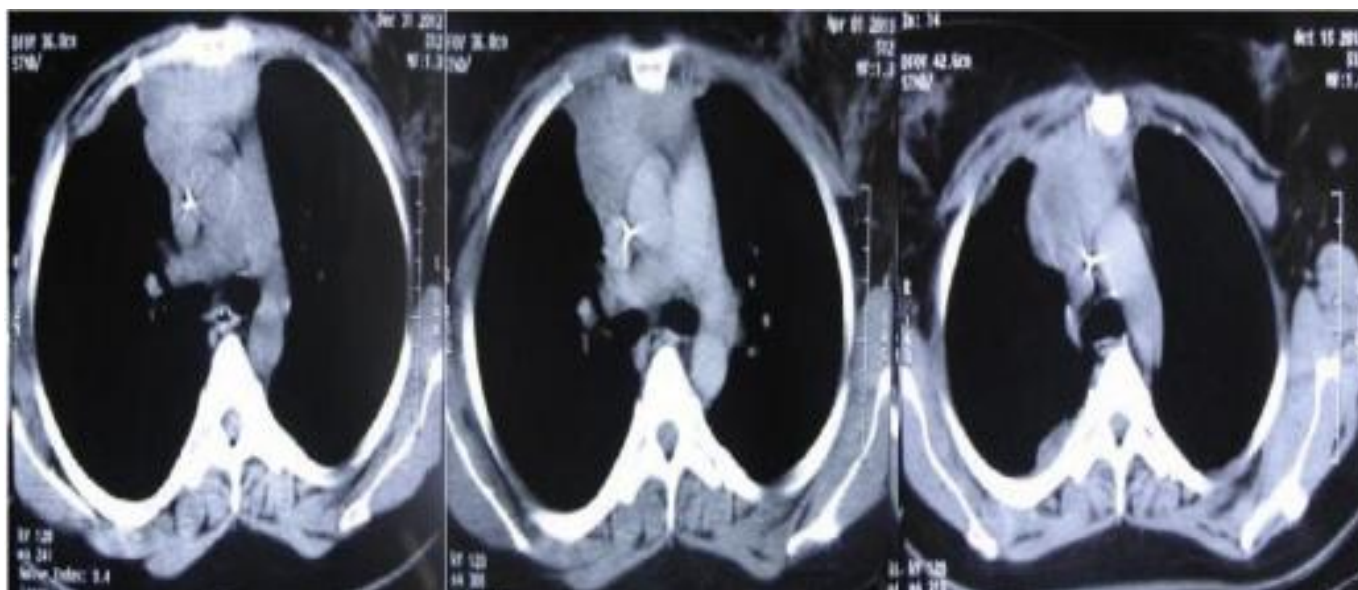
TDM thoracique en coupe axiale, après chimiothérapie montrant une masse médiastinale antérieure résécable (Service de chirurgie thoracique, CHU Hassan II).
